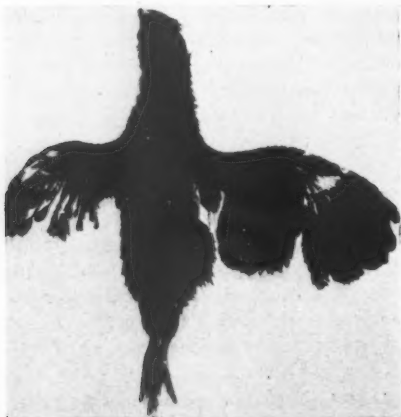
12 Tage altes Hühnchen, dessen rechter Flügel am ersten Lebenstage mit Röntgenstrahlen belastet worden ist (aus 27).
